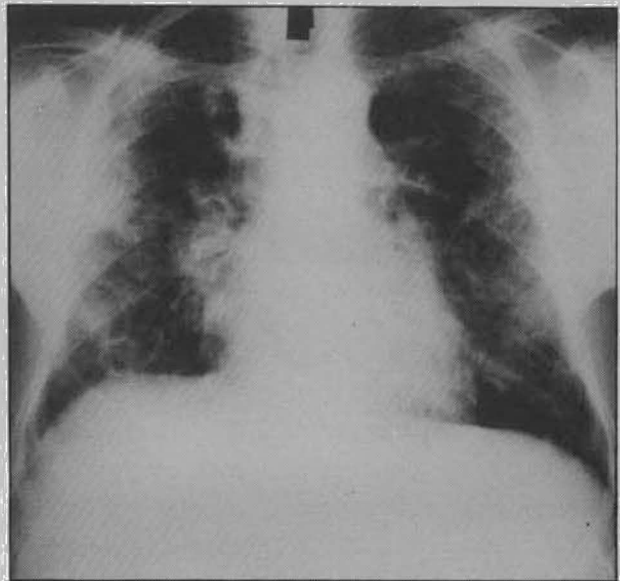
Telerradiografia torácica 6 meses após suspensão do MTX: verifica-se agravamento.
